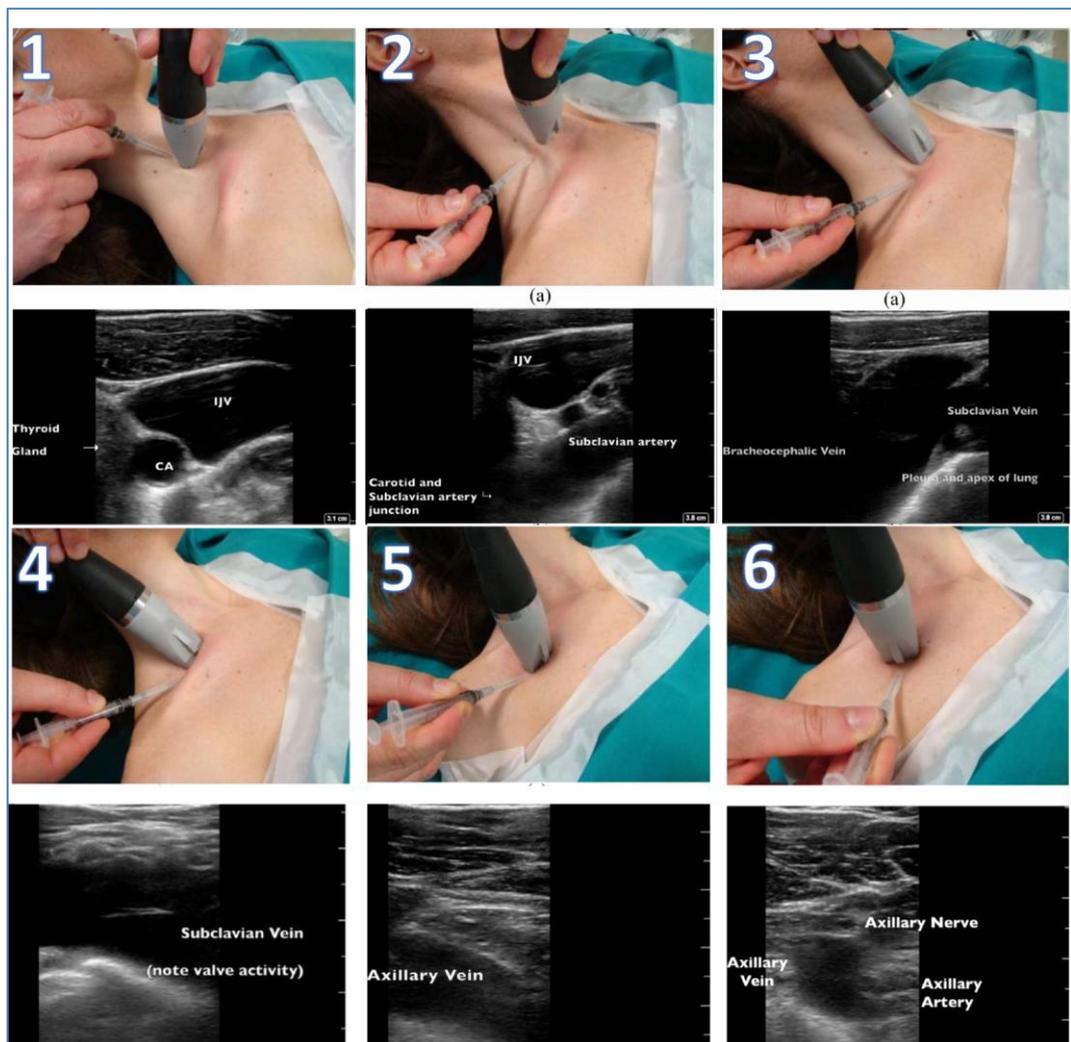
(53): Protocolo RaCeVa. Imágenes. Los números 1-6 indican los pasos sucesivos en la visualización de las estructuras (Ver el texto). Spencer TR, Pittiruti M. Rapid Central Vein Assessment (RaCeVA): A systematic, standardized approach for ultrasound assessment before central venous catheterization. *J Vasc Access*. 2019 May;20(3):239–49 (63)
